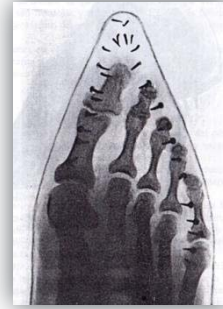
Radiografía pie calzado punta estrecha
